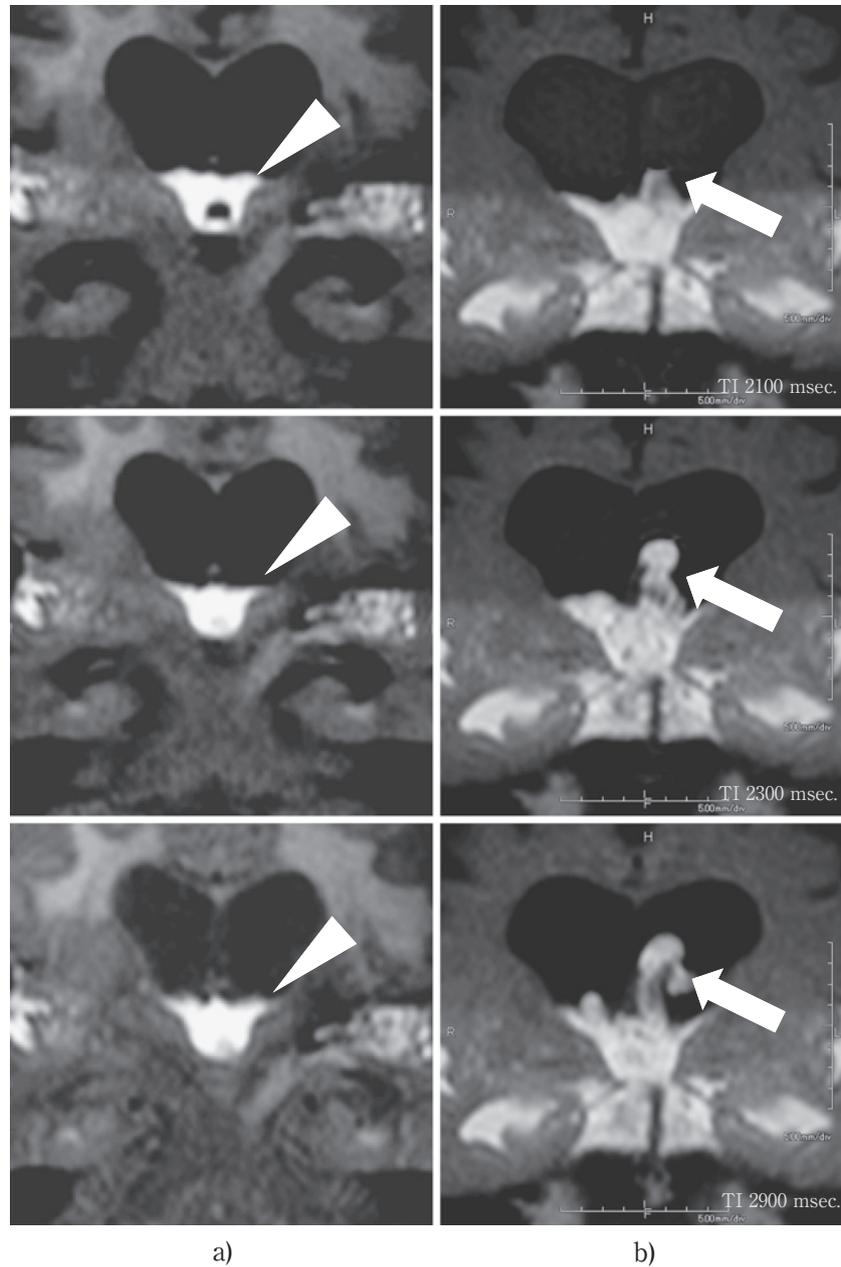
Series of time dependent coronal images time-SLIP MR images in a hydrocephalic brain. a) CSF does not reflux into lateral ventricles (arrow head) in hydrocephalic brain. b) CSF reflux into the alteral ventricle from the third ventricle after the ventricular-peritoneal shunting.
